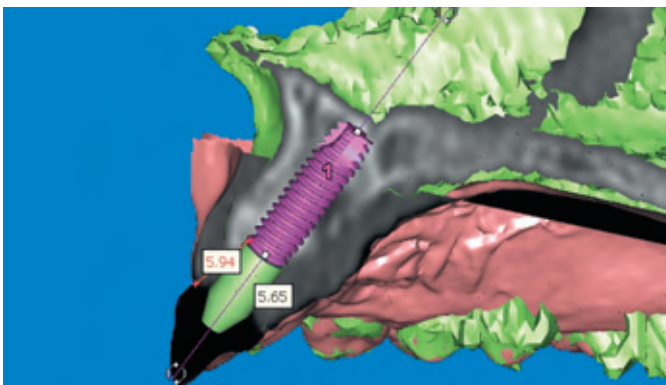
Implantat und Abutment werden nun nach den prothetischen Vorgaben des Wax-ups ausgewählt und virtuell im Knochen positioniert. Die grauen Bereiche entsprechen dem Knochen in transversaler CT-basierter Darstellung. Die Krone ist schwarz dargestellt, da im transversalen Schnitt bei der Patientin an dieser Position nur Luft vorhanden war (Schwärzung aufgrund der Strahlendurchlässigkeit). Die Zahlen zeigen den Abstand von der Implantatschulter zum Gingivalrand.
